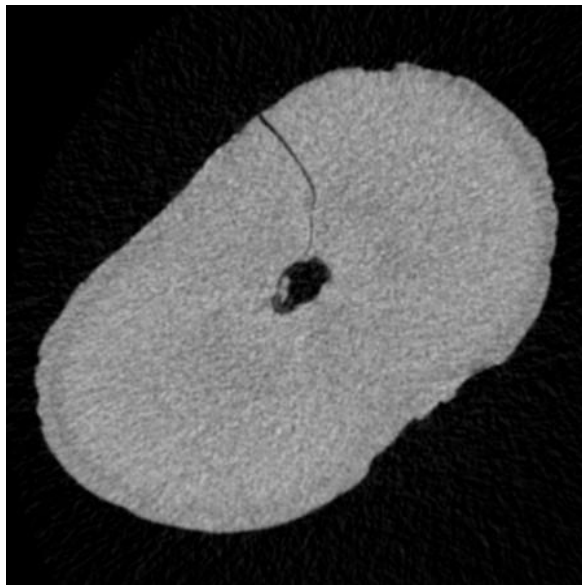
Horizontale Mikro-CT-Aufnahme mit einem von der Wurzelaußenseite bis zum Wurzelkanal durchgängigen Mikroriss.
